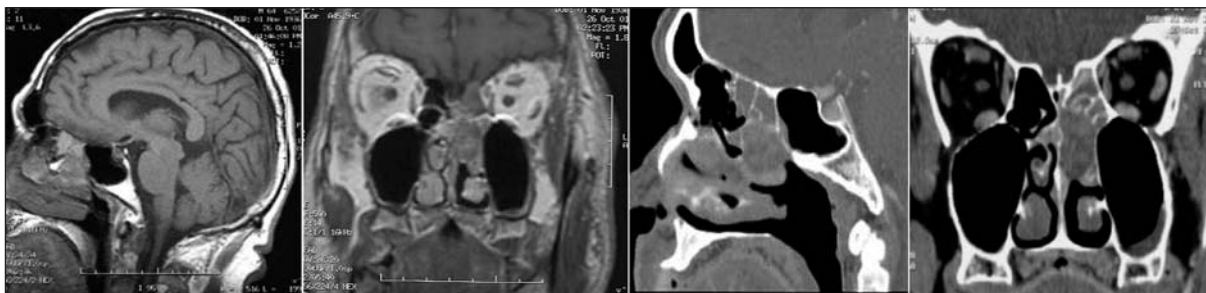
Resonancia magnética y tomografía computarizada preoperatorias del paciente en cortes sagitales y coronales.
